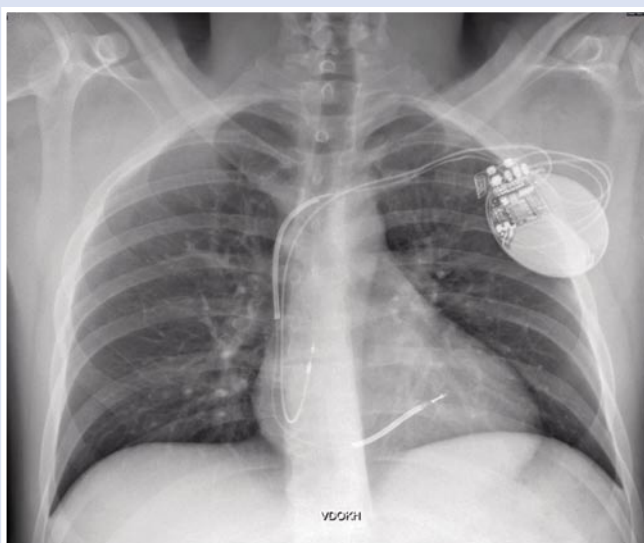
Обзорная рентгенография грудной клетки пациента после имплантации ИКД.
